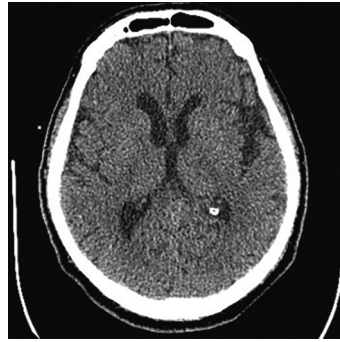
Бесконтрастная КТ головного мозга пациента М. при поступлении. ASPECTS 10 баллов.
